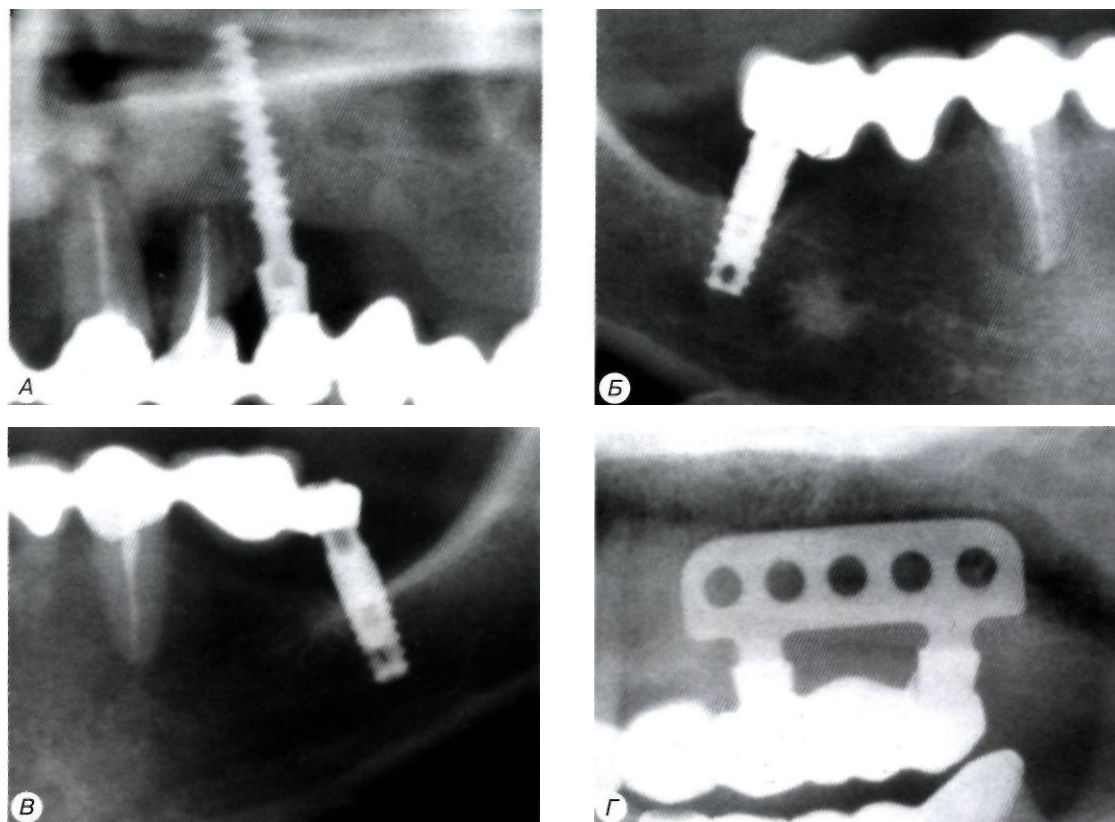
Рентгенологическая картина резорбции и атрофии костной ткани в области функционирующих имплантатов:
